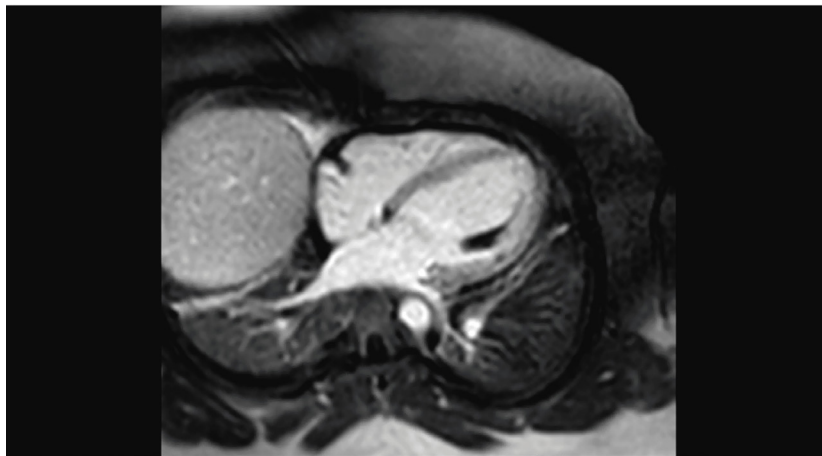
Ressonância magnética cardíaca. Sequências de perfusão mostrando defeito de perfusão nos músculos papilares anterolateral (seta vermelha) e posteromedial (seta azul) (A), bem como no segmento médio da parede anterolateral (seta vermelha em B). RTG subendocárdico no segmento basal da parede anterior (seta vermelha em C). Sequência STIR-T2 mostrando edema miocárdico no músculo papilar anterolateral (seta vermelha em D).
